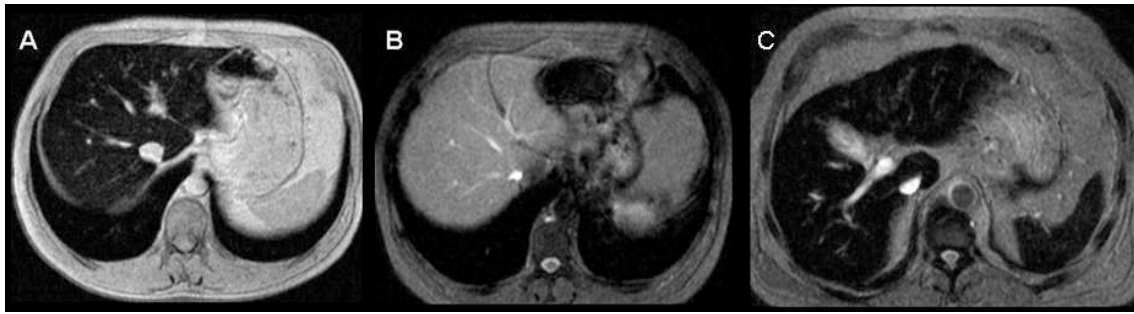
Cuantificación de la CHH mediante RM: A. HH. Sobrecarga férrica hepática. Importante reducción en la señal de intensidad del hígado; B. Tratamiento prolongado con sangrías: la señal de intensidad hepática es normal; C. Hemocromatosis secundaria: Reducción de la señal de intensidad en el hígado y el bazo (Reproducido con permiso de Radiologia 2008; 50: 29-36).
